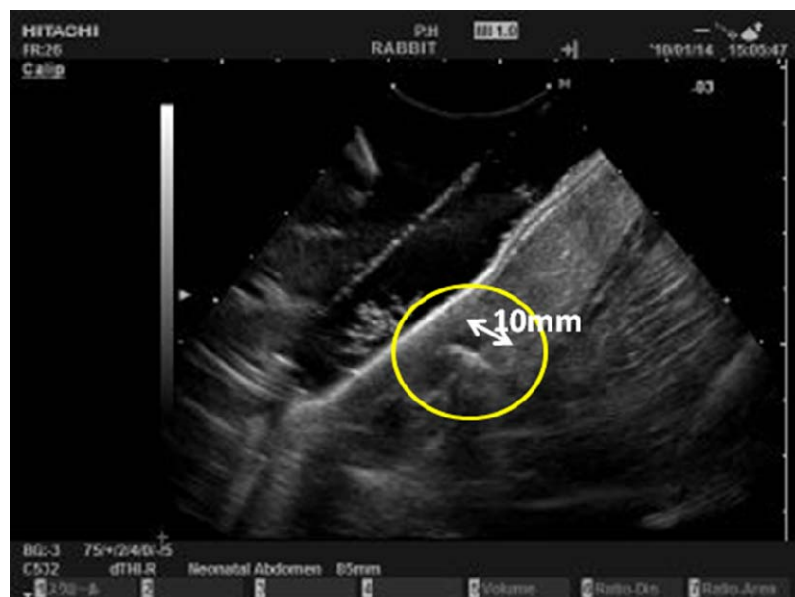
2-3-7 20 秒照射直後のウサギ腎臓エコー像
